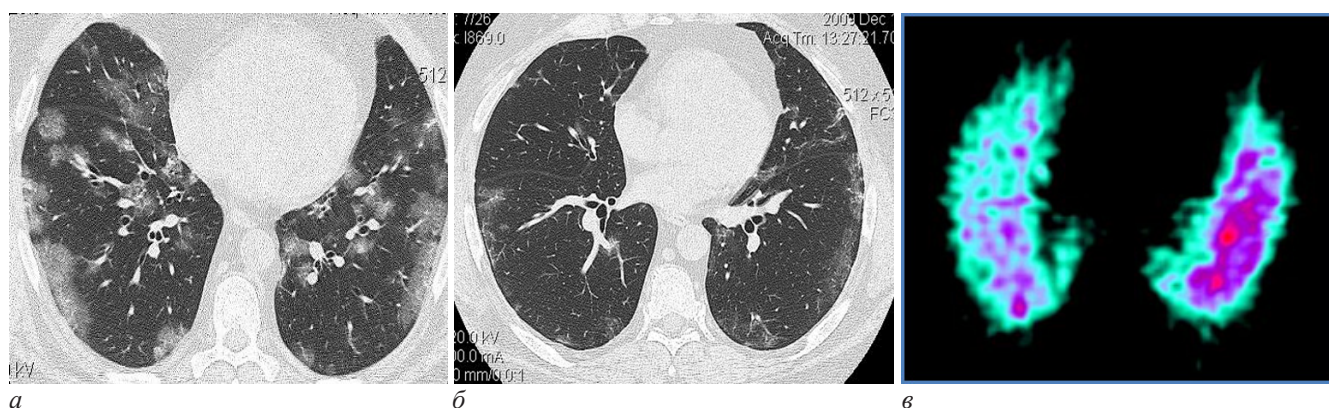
Наблюдение больного Б., 1963 г. р. Лучевая картина динамики инфекционного альвеолита (грипп А, H1N1): а – МСКТ, выполненная в острую фазу заболевания. Определяются множественные участки затемнения по типу «матового стекла» в обоих легких; б – КТ в динамике через 4 недели. Выявлены остаточные изменения по типу «матового стекла», преимущественно субплеврального расположения; в – ОФЭКТ легких, выполненная через месяц от начала заболевания. Сохраняются выраженные диффузные нарушения перфузии и мелкие неправильной формы дефекты микроциркуляции в субплевральных отделах
